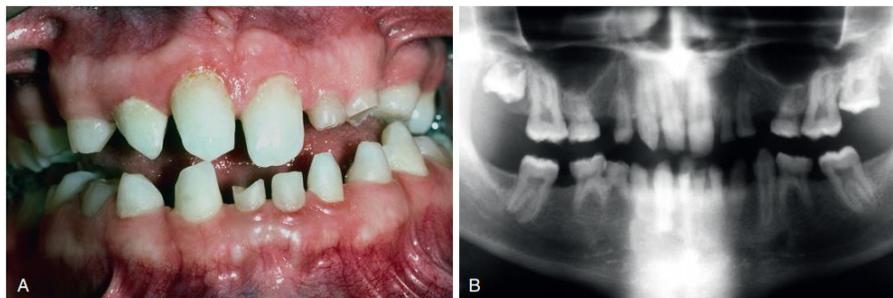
(A) Paciente que demuestra numerosas ausencias dentarias y dientes primarios retenidos. (B) Ortopantomografía del mismo paciente.
